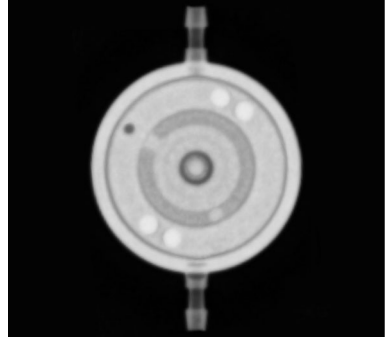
Radiographie M.flow pour un niveau de réduction du flux réglé sur 4
